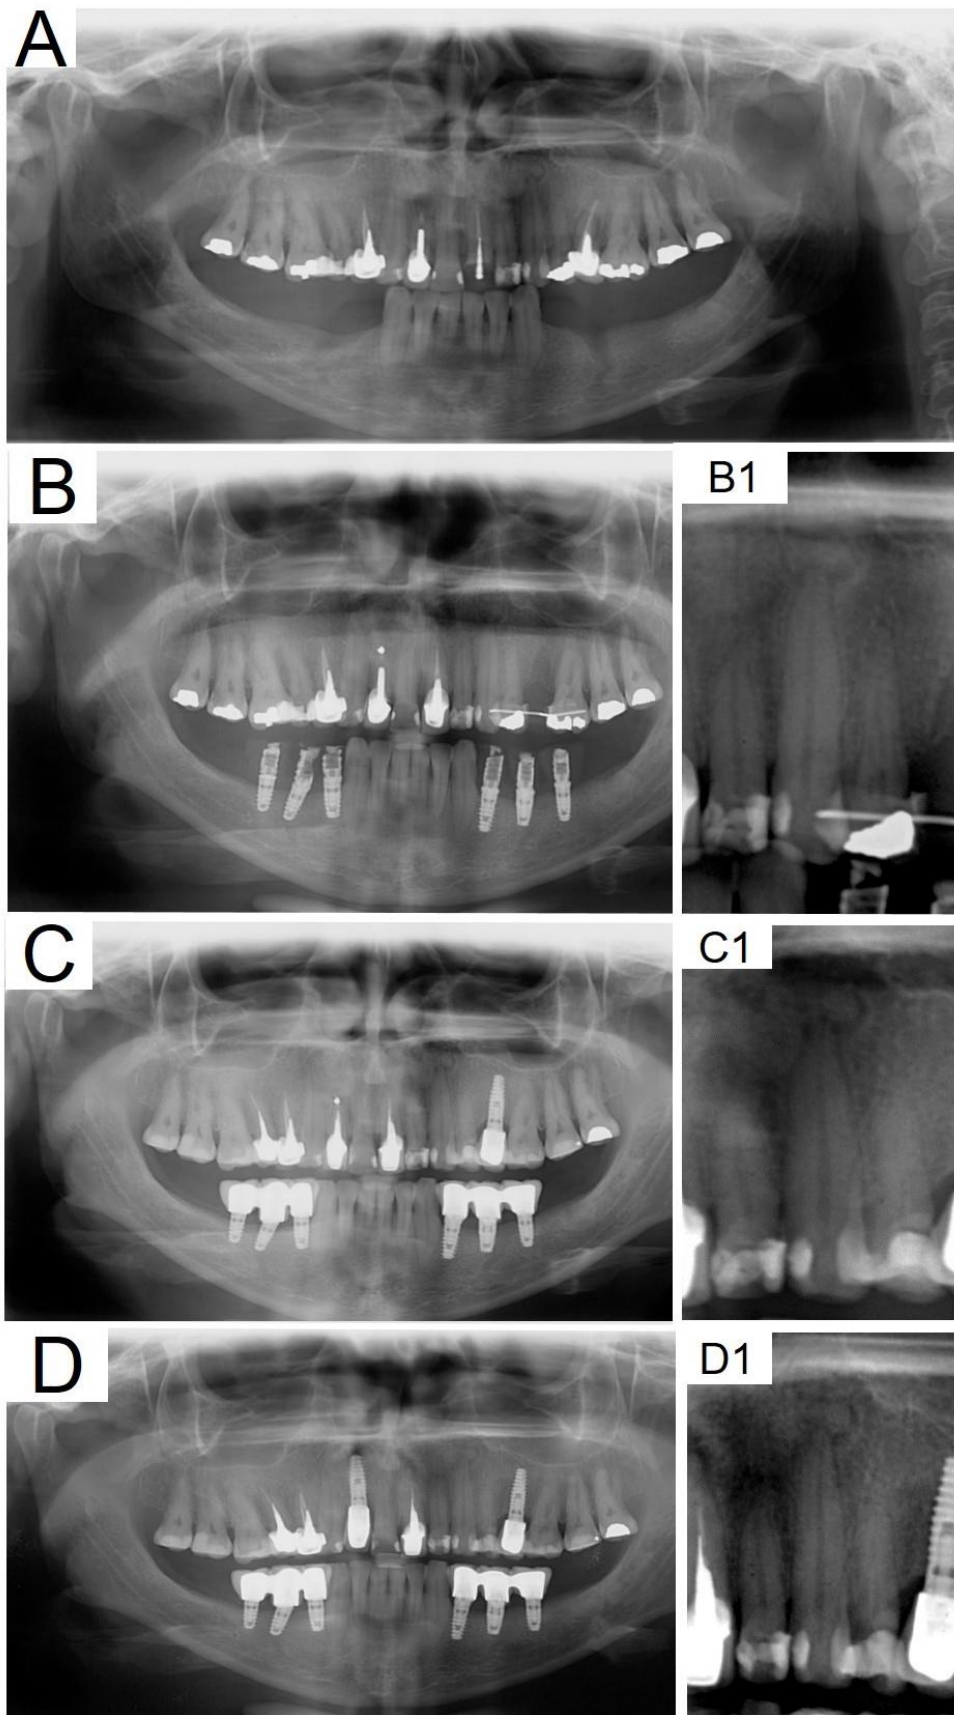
Radiografias Panorâmicas realizadas nos anos de 2010 (A), 2011 (B, B1), 2013 (C,C1) e 2014 (D,D1).
